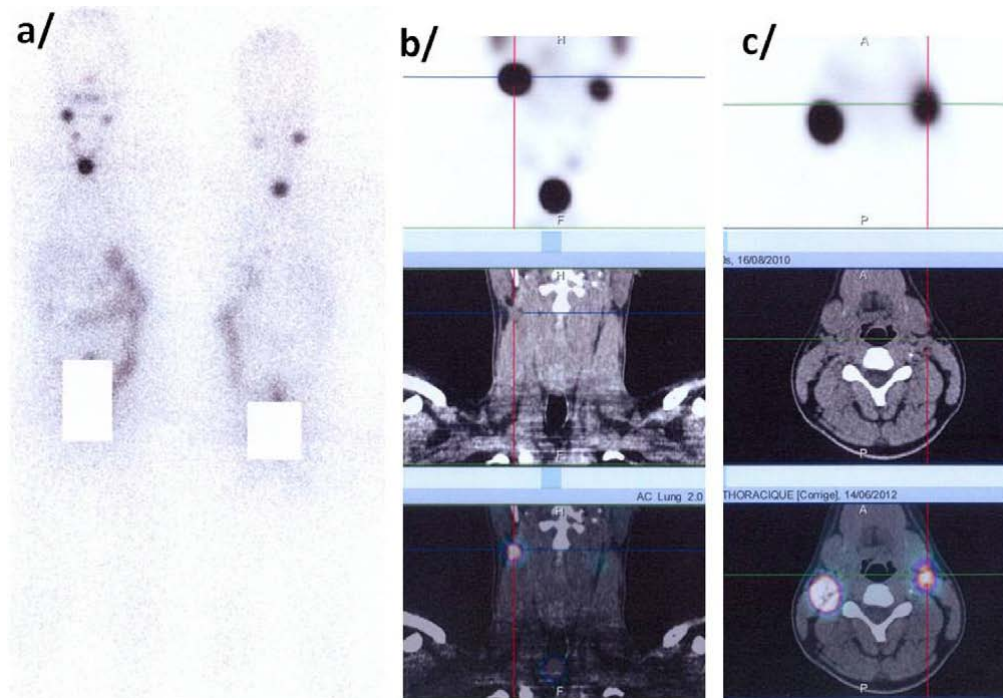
Patient de 25 ans adressé pour dose ablative d'iode 131 (¹³¹I) après une thyroïdectomie totale pour carcinome papillaire de la thyroïde. Le balayage du corps entier (a) objective une hyperfixation au niveau du lit thyroïdien avec une asymétrie de la fixation en projection des glandes salivaires sous-maxillaires. La tomographie par émission monophotonique couplée à la tomodensitométrie (TEMP/TDM) [(b) coupes coronales ; (c) coupes transversales] montre que ces foyers latéro-cervicaux sont en rapport avec des adénopathies métastatiques des groupes IIa et non pas avec une fixation physiologique. Une deuxième cure thérapeutique d'¹³¹I lui a été administrée avec l'obtention d'une rémission. (128)
